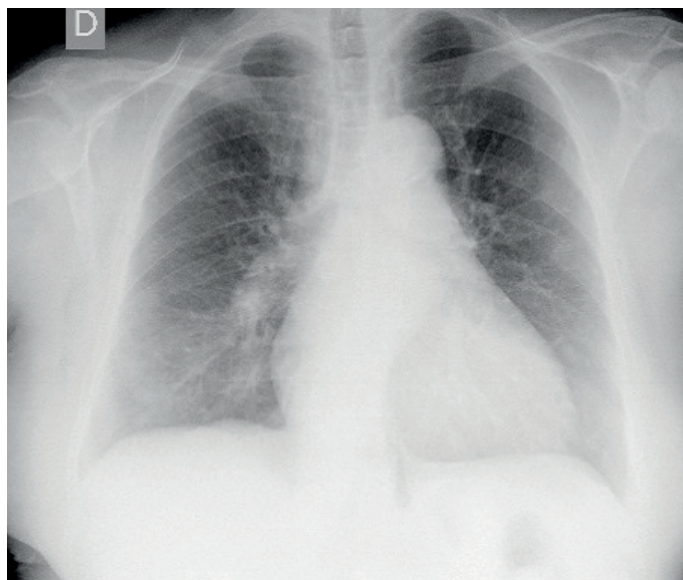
Radiografia tórax com aumento índice cardiorádico, engurgitamento hilar direito e hipotransparência bilateral
